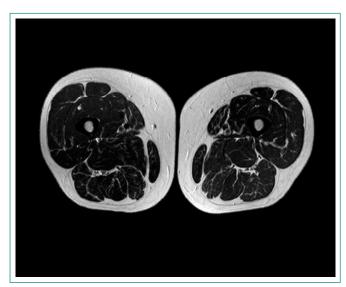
RM muscular (obsérvese la ausencia de datos inflamatorios)
